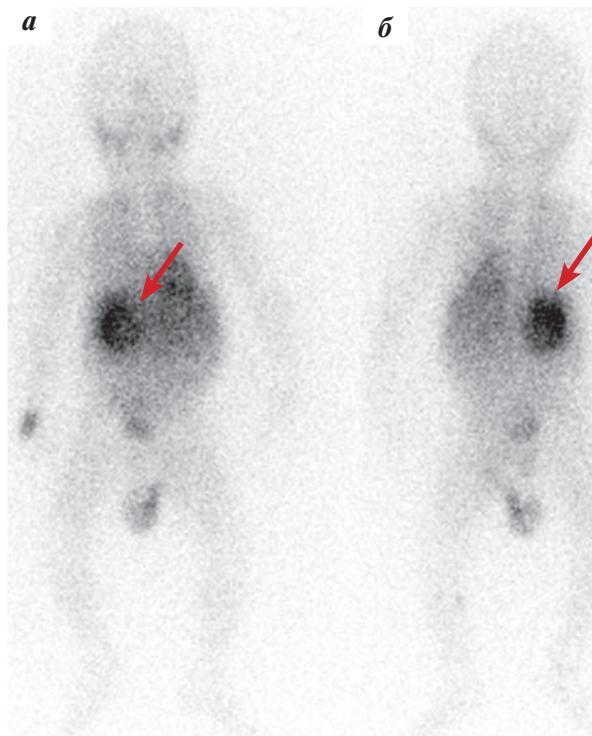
Сцинтиграфия с ^{123}I -МИБГ (ициальное исследование). Планарные изображения. Определяется очаг патологического накопления ^{123}I -МИБГ в области образования правого надпочечника (указан стрелками): а – вид спереди; б – вид сзади
